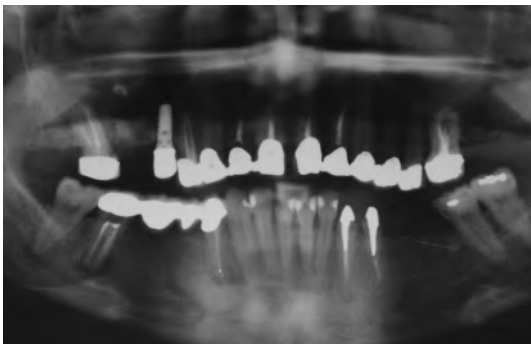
Ortopantomografia del caso. Gli elementi 47, 44, 33, 34 vanno estratti perché compromessi da malacia
